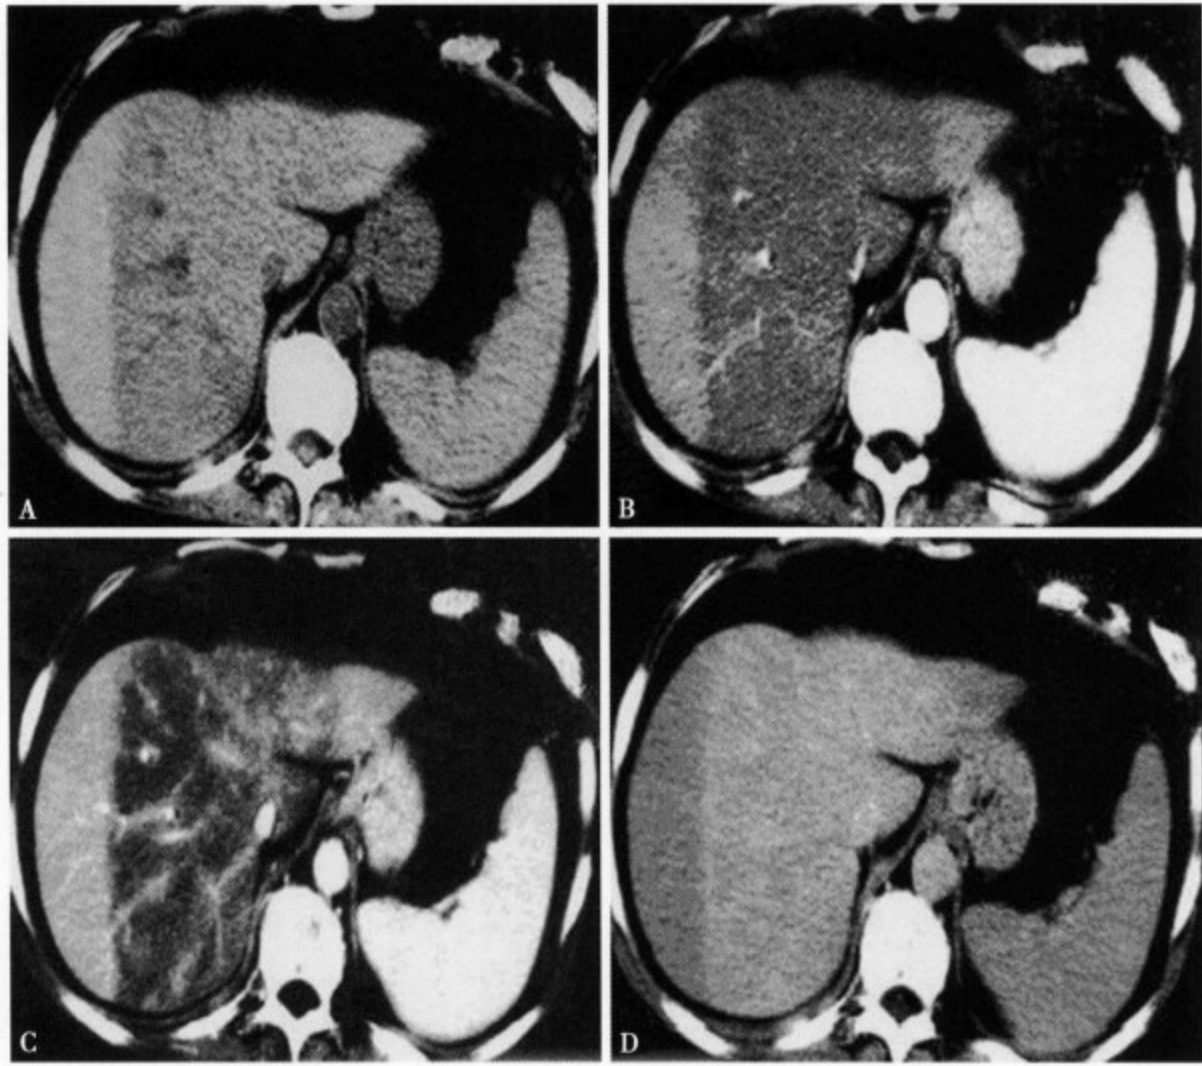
CT 平扫(A)示肝左右叶大片带状低密度影,边界锐利;CT 增强动脉期(B)照射野无明显强化,正常肝脏可见轻度强化;门静脉(C)期照射野强化较肝脏弱,肝静脉和门静脉狭窄且不规则;延迟期(D)可见照射野强化,较正常肝脏呈低密度
